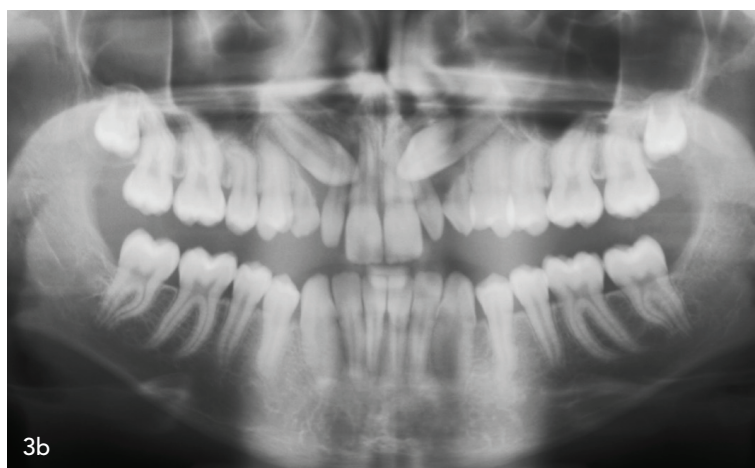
Im klinischen Eingangsbefund imponieren eine Hypoplasie der Zähne 12 und 22 und die Zähne 53 und 63 persistierten, was den Verdacht einer Verlagerung nahelegte. Die daraufhin angefertigte Röntgendiagnostik bestätigte die Verlagerung der Zähne 13 und 23.
